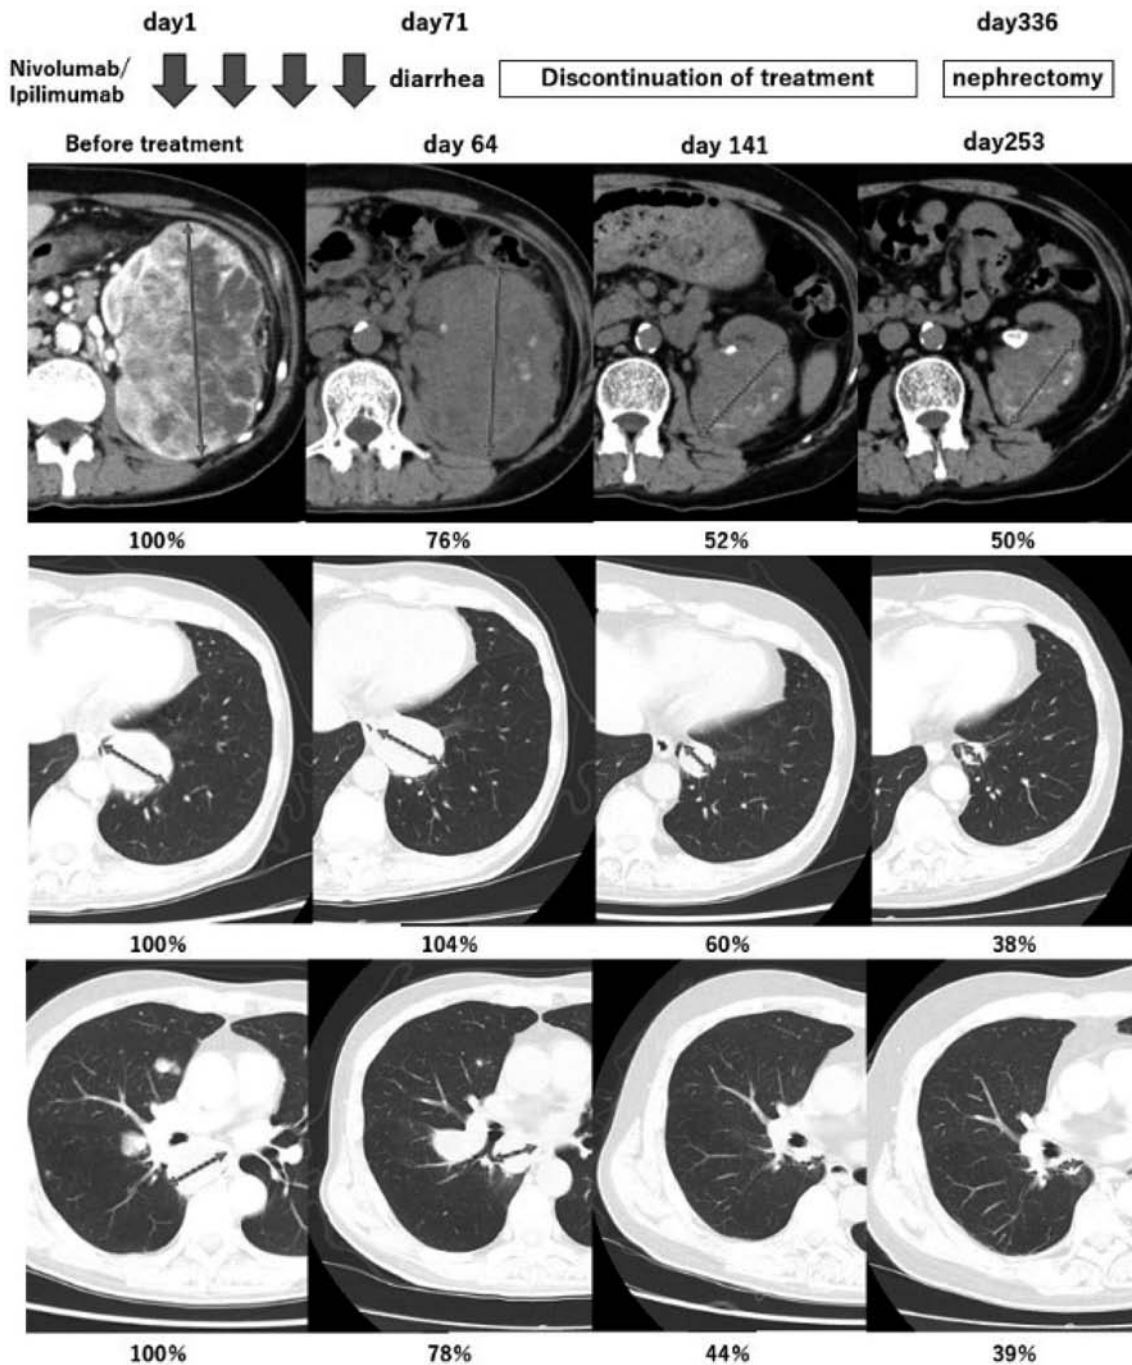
Clinical course and CT scan images.
